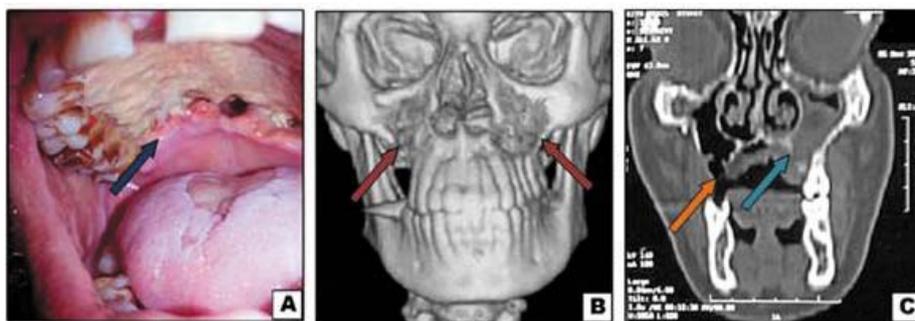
(А) Обнаженная некротизированная небная кость, с признаками перфорации. (Б,С) 3D и коронарный срез многосрезовой компьютерной томографии, показывающая разрушение кости верхней челюсти с обеих сторон (стрелки).
